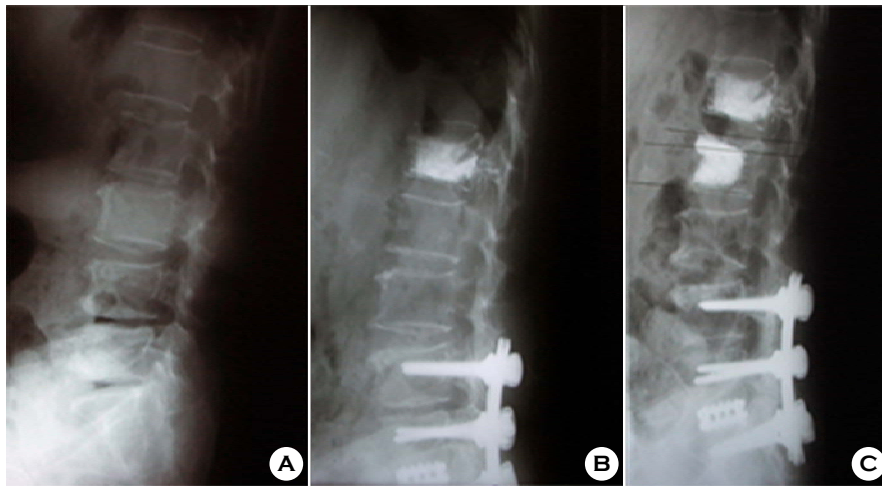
This 63 year-old female patient visited our hospital after slipped down in bath room. Initial examinations showed fractured L1 vertebra and spinal stenosis on L4-S1 level. Conservative treatment failed after 4 weeks and kyphoplasty was done with decompression and posterolateral fusion on L4-S1 level. A, L1 wedge compression fracture was observed with degenerative spinal stenosis on L4-S1 level. B, Kyphoplasty was done on L1 vertebra along with decompression and fusion on L4-S1 level. C, Twelve weeks postoperatively, she slipped down and x-ray film showed fracture on L2 vertebra. Conservative treatment do not relieve pain for 1 month and Kyphoplasty was done L2 vertebra.
